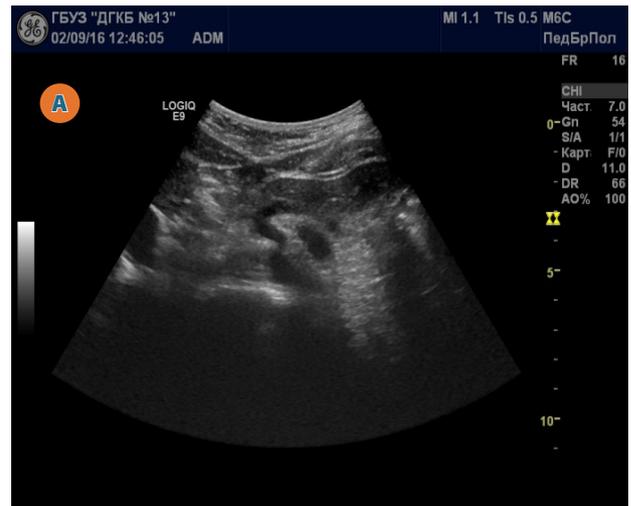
УЗИ брюшной полости. А - до операции. Vs 322,4 см/сек. Б - после операции. Vs 132 см/сек. ЧС – чревный ствол; ОПА – общая печёчная артерия; СА – селезёночная артерия.
